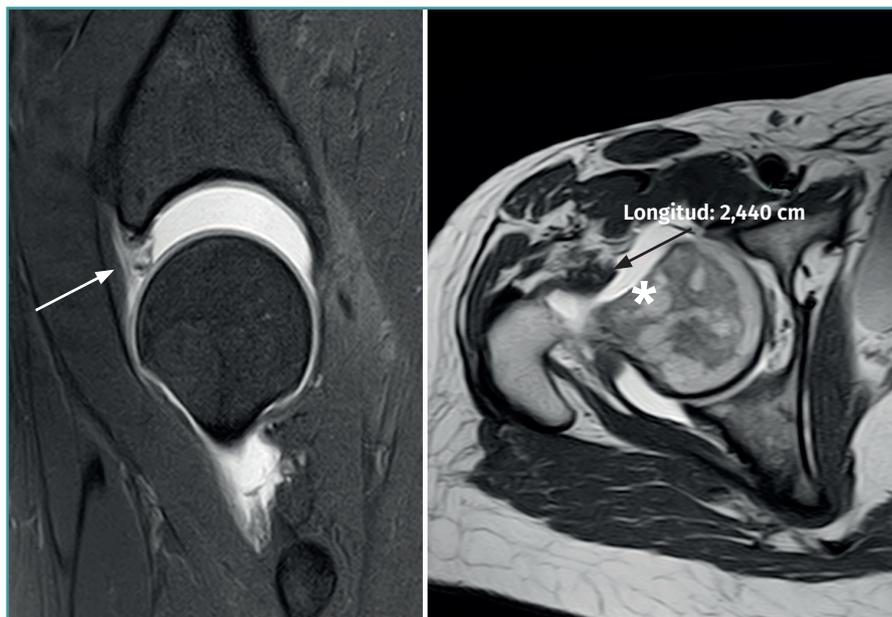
Cadera derecha: artrorresonancia que muestra deficiencia labral y rerroturas (flecha) y defecto capsular importante (estrella) con gran desplazamiento articular a la tracción blanda.
